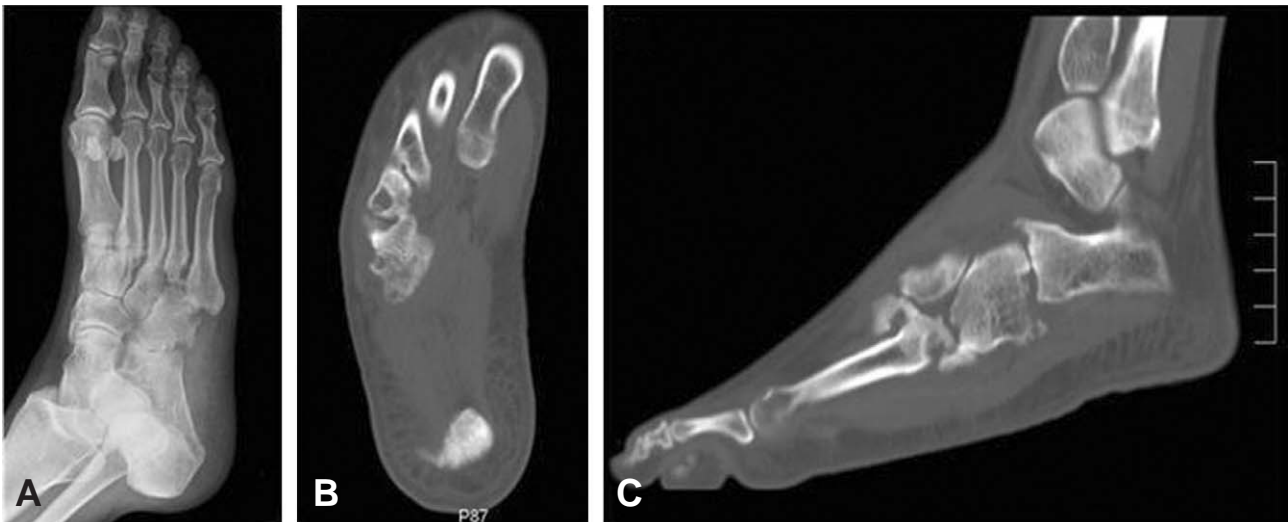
(A) Initial radiograph showed obliteration of the 4, 5th tarsometatarsal joint space and multiple bony cystic change of cuboid. (B) Axial cut of CT reveals a large cyst inside the medulla of 4th metatarsal base as well as cuboid. (C) Arthritic change of calcaneocuboid joint was identified in the sagittal image of CT.
